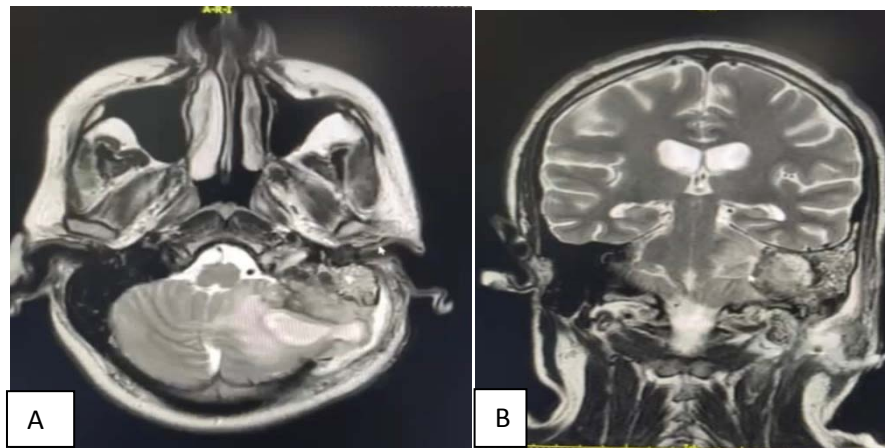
RM cérébrale en séquence T2 (A): coupe axiale, (B) : coupe coronale , après injection de gadolinium montrant un empyème de l'angle ponto-cérébelleux gauche.
